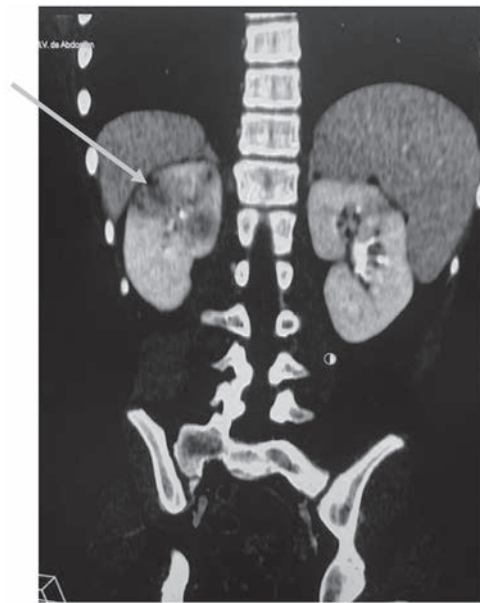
TAC de abdomen. Corte coronal. Nefronía de uno de nuestros pacientes visualizadas en un TAC. Muestra áreas mal definidas, con forma de cuña, sin realce tras la administración de contraste.
